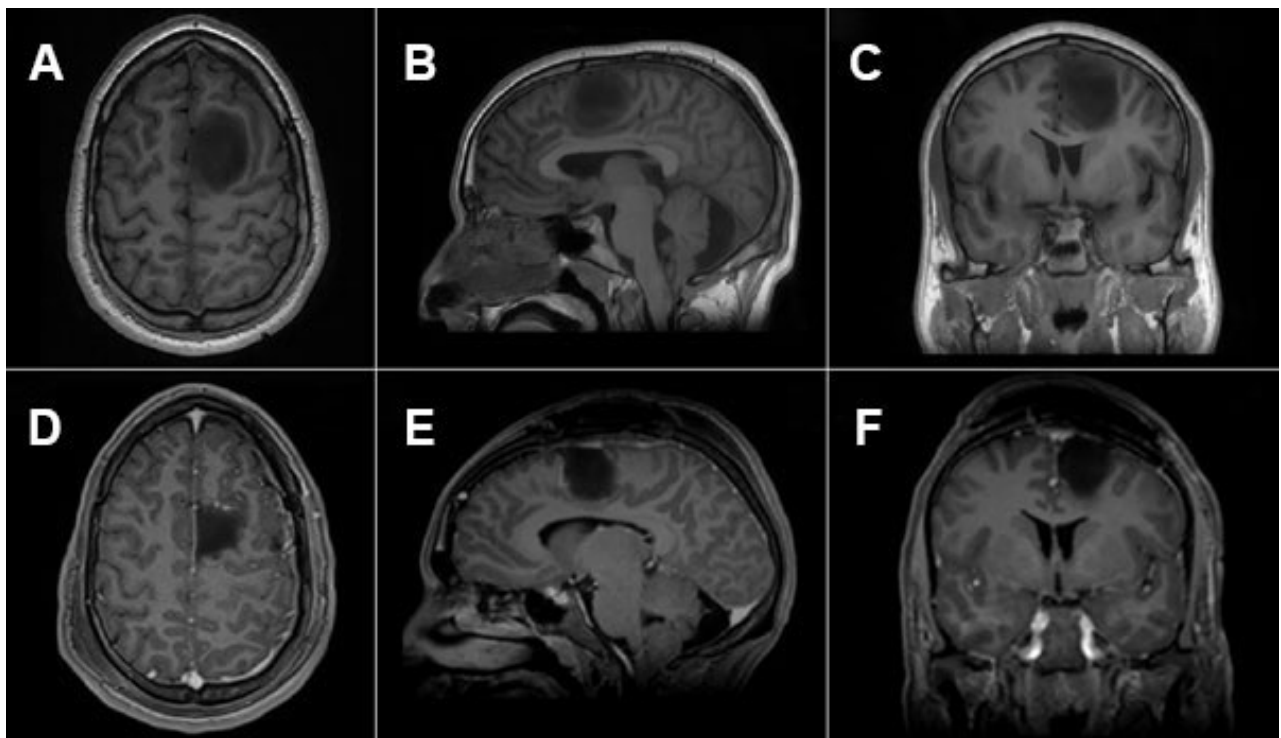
RM de encéfalo pre y postquirúrgica. A, B y C) RM prequirúrgica con glioma difuso de bajo grado en área motora suplementaria izquierda. D, E y F) RM a los 3 meses postquirúrgicos, sin evidencia de lesión residual, sin realce patológico a la administración de gadolinio.
